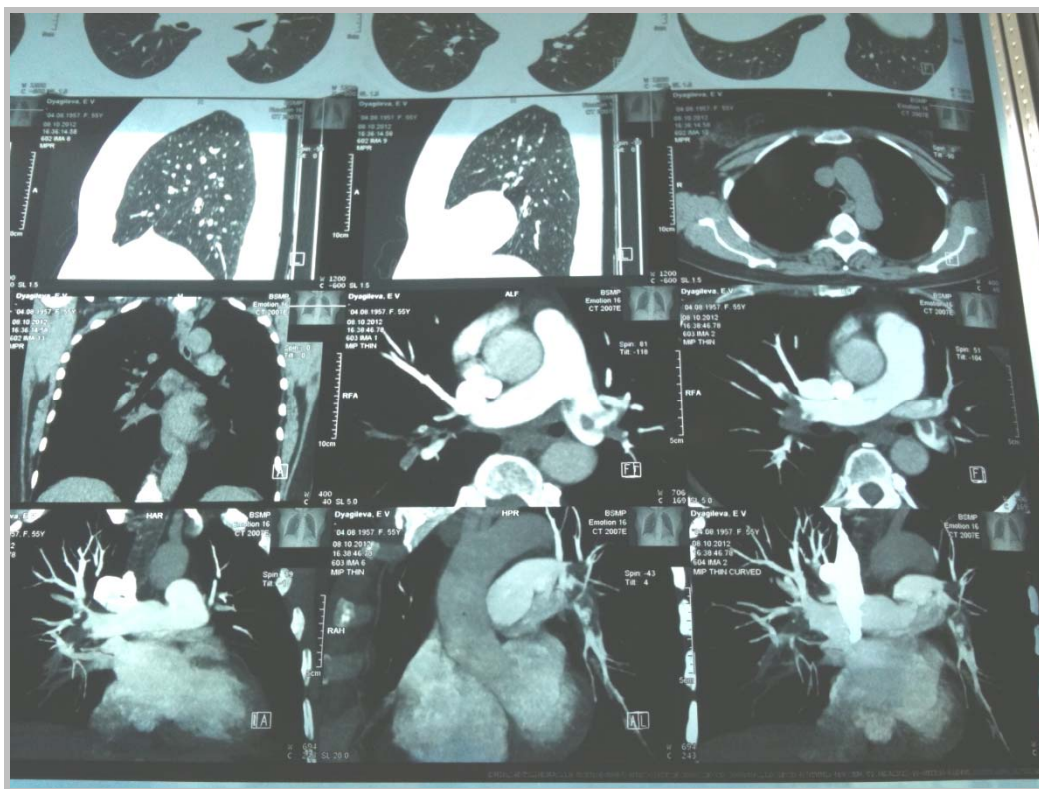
КТ-скан грудной клетки
